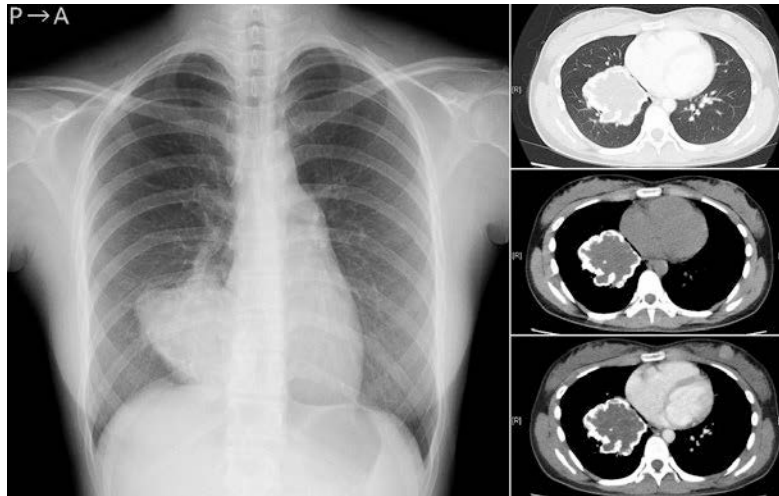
Chest X-ray (left) and computed tomography (CT) (right). Chest X-ray showed a well-defined mass in the lower right lung field. Chest CT showed calcification on the periphery of the tumor and a septum-like contrast effect within the tumor.
